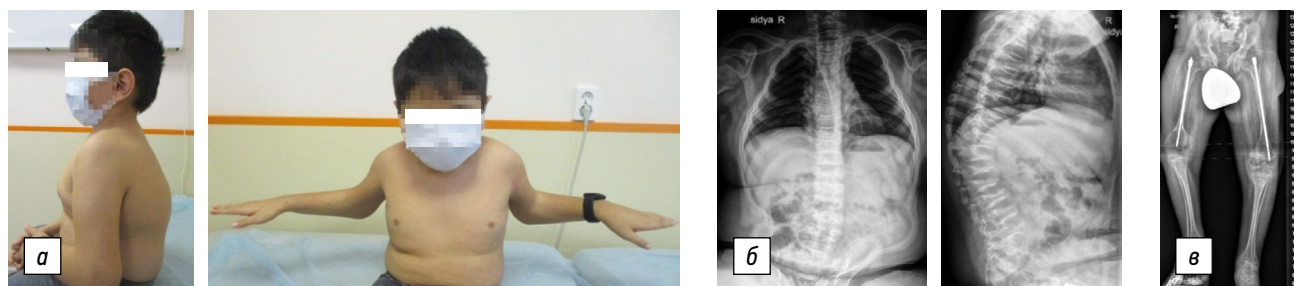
Пациент И., 10 лет, синдром Брука, тип 2: *а* — общий вид пациента; *б* — рентгенограммы позвоночника в переднезадней и боковой проекциях: локальный патологический кифоз в грудном отделе — 45° со снижением высоты и клиновидностью тел позвонков, гиперлордоз в поясничном отделе, левосторонняя сколиотическая дуга в грудно-поясничном отделе — 26° ; *в* — панорамная рентгенограмма нижних конечностей в переднезадней проекции: интрамедуллярная фиксация бедренных костей телескопическими стержнями
